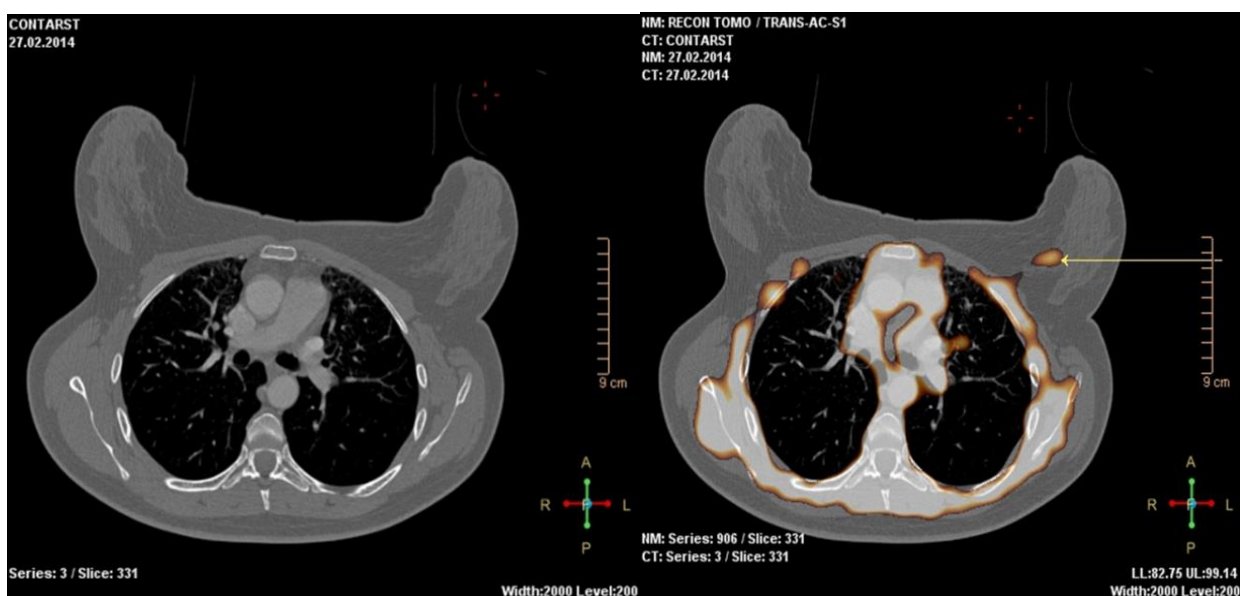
Очаг, накапливающий радиометку, локализован у грудной стенки на серии сканов ОФЭКТ/КТ.
